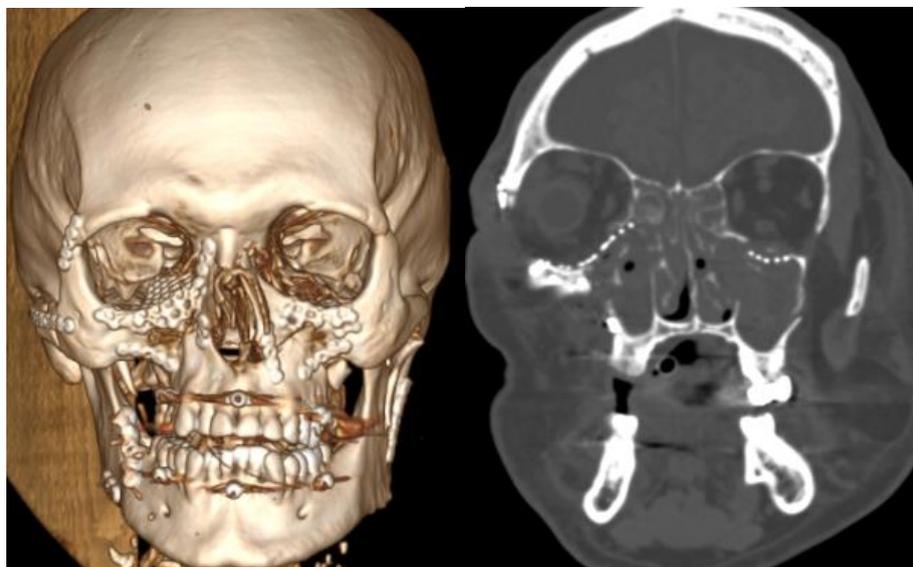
МСКТ пациента Ш., 56 лет, после оперативного лечения в прямой проекции
